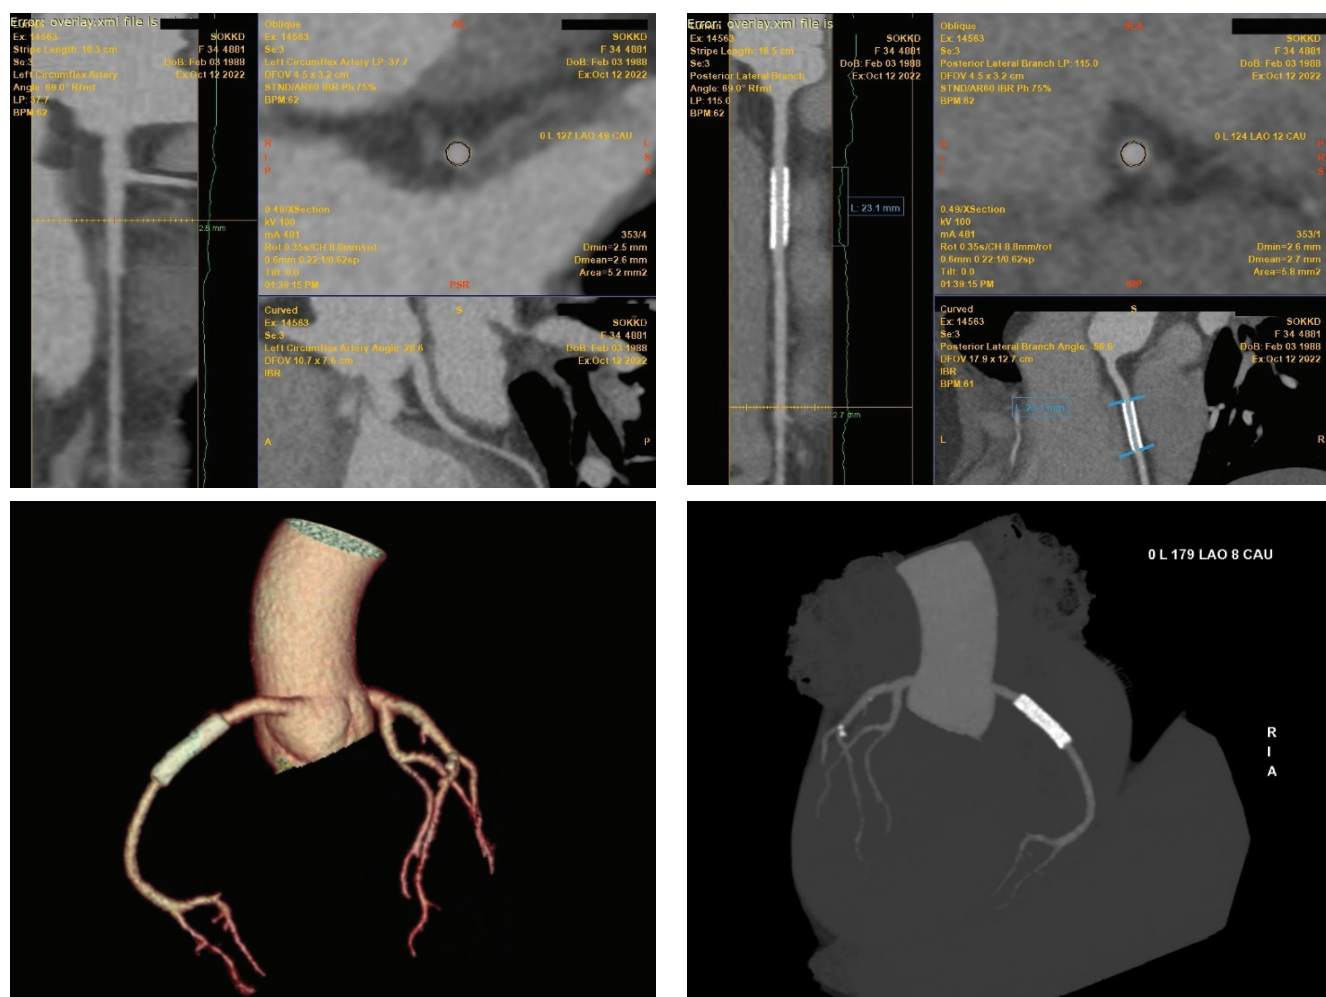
Данные мультиспиральной компьютерной томографии: состояние после стентирования ПКА.
